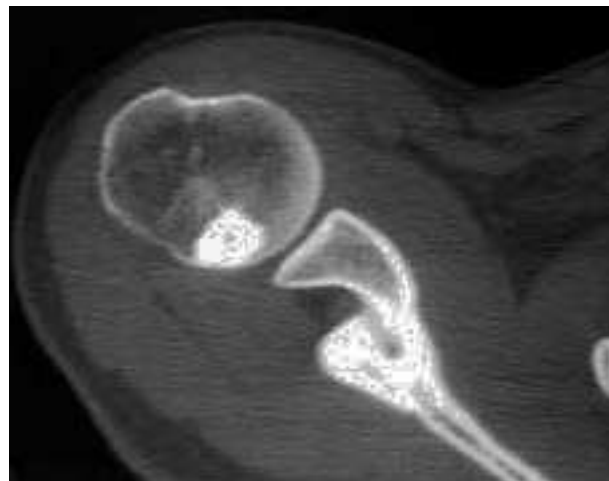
Tomografía axial computarizada (TAC) de hombro izquierdo, condensación de la porción posterior de la cabeza humeral. Enostosis o "islote óseo".
